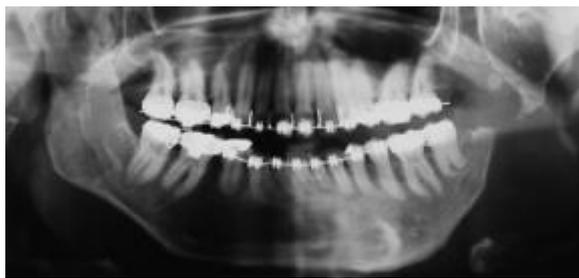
MODELES DENTAIRES ET RADIOGRAPHIE PANORAMIQUE PRE-TRAITEMENT [208]
